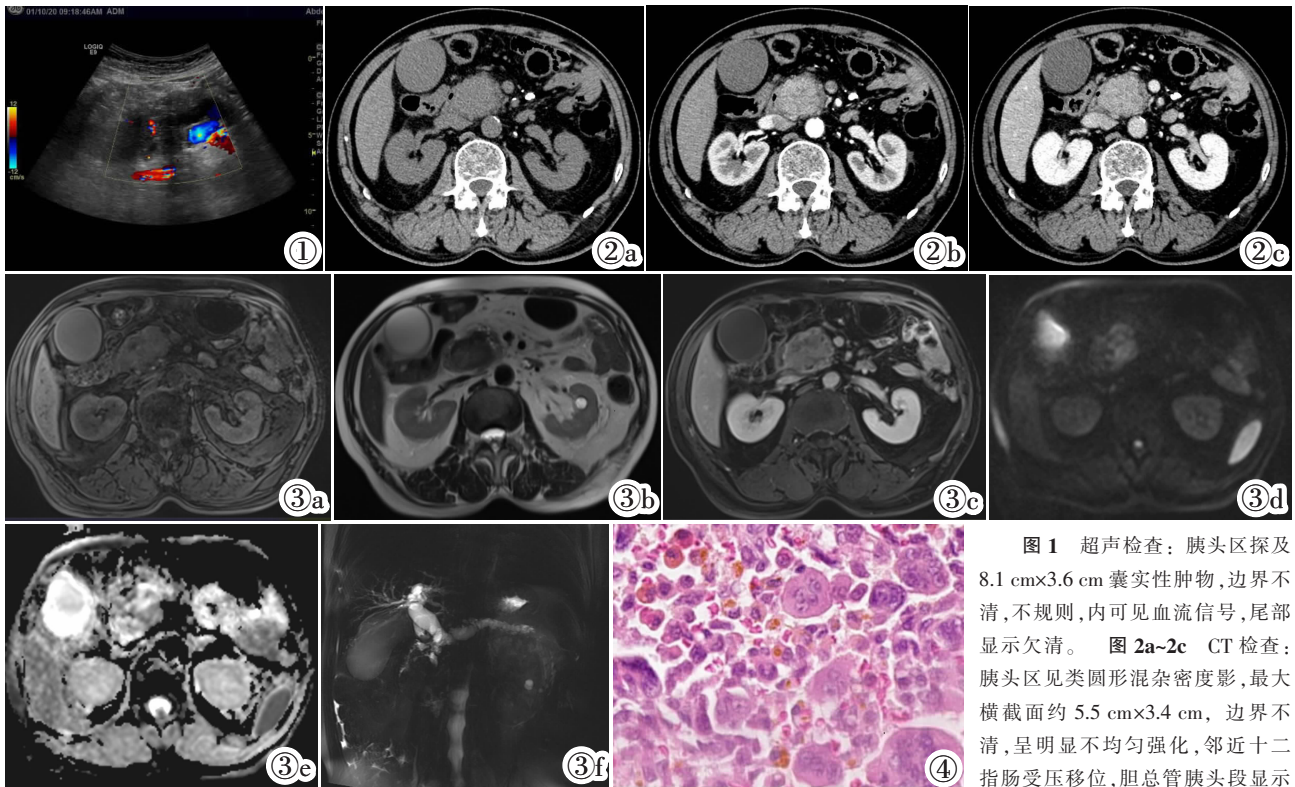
超声检查: 胰头区探及 8.1 cm×3.6 cm 囊实性肿物, 边界不清, 不规则, 内可见血流信号, 尾部显示欠清。图 2a~2c CT 检查: 胰头区见类圆形混杂密度影, 最大横截面约 5.5 cm×3.4 cm, 边界不清, 呈明显不均匀强化, 邻近十二指肠受压移位, 胆总管胰头段显示
